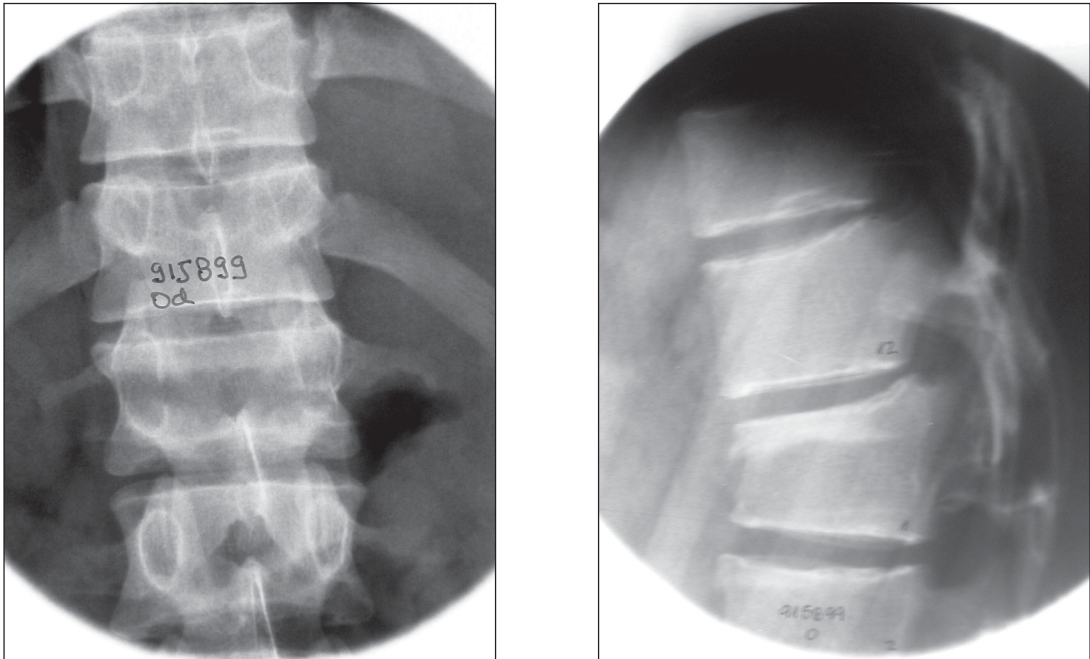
A: Radiografía AP y B: lateral fractura B2 L1.
